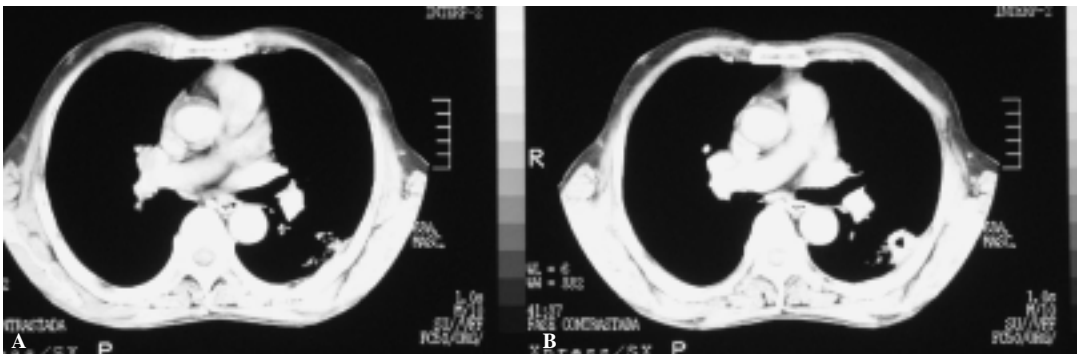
Caso 32: Imagen de TC, corte axial, A) ventana mediastinal, donde se corrobora la lesión cavitada única, B) con afectación parenquimatosa adyacente, periférica, contactante con la superficie pleural, sospechosa de Tb pulmonar.
